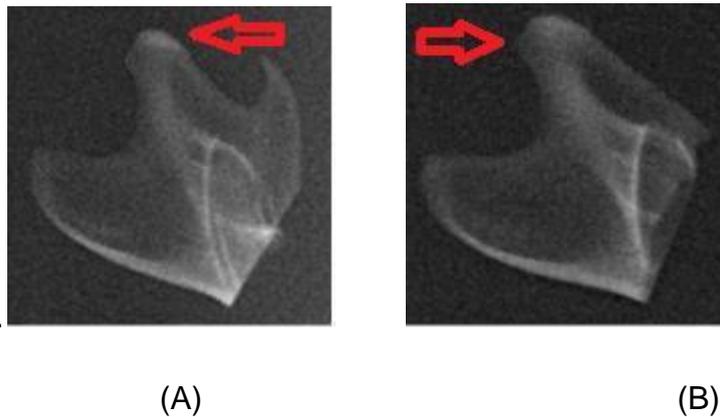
Radiografia Digital da região do Côndilo (seta) 90 dias após a ovariectomia. (A) Grupo OVX (B) SHAM-OVX.
